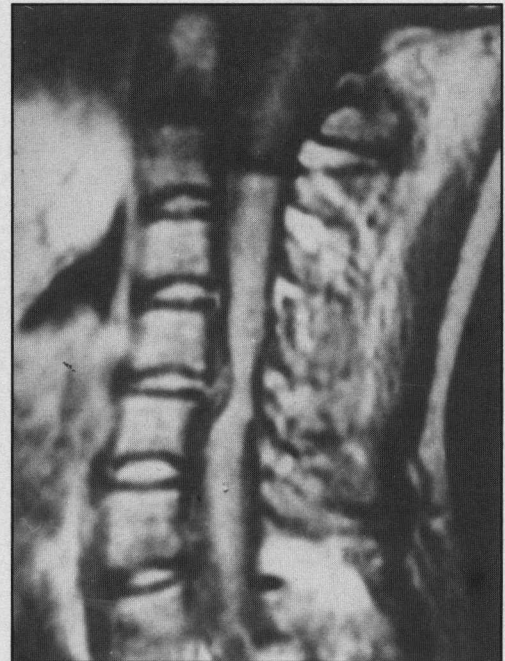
Examen de Resonancia Magnética de la columna cervical. Se observa compresión anterior de la médula espinal por un fragmento extruido del disco en el nivel C5-6.
